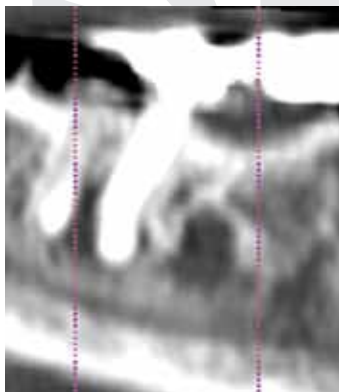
3 Sagittale Schnitte aus dem CT zeigen eine Osteolyse an Zahn 47 umgeben von einer sklerosierten Schicht. Ebenfalls nicht im OPG sichtbar ist die Osteolyse im Bereich 46.
